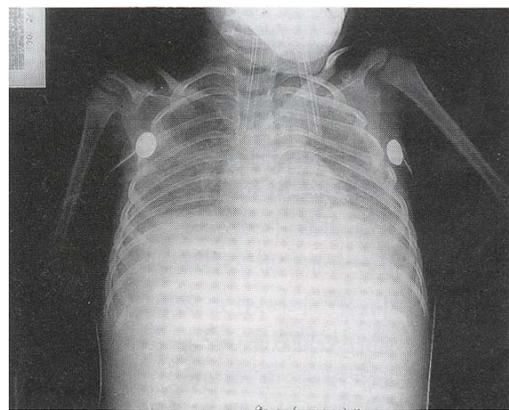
Plain chest and abdominal X-ray performed at admission shows centralization of bowel gas by ascites, bowel wall thickening, distention of large bowel and bilateral pleural effusion.
